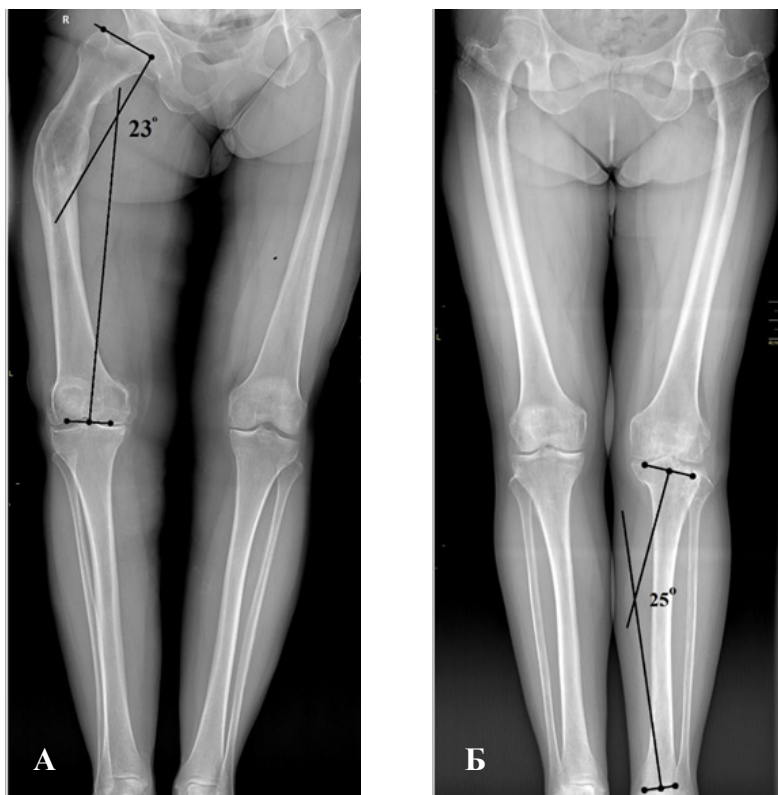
Телерентгенограммы нижних конечностей в прямой проекции, стоя. Определение величины исходной деформации:
